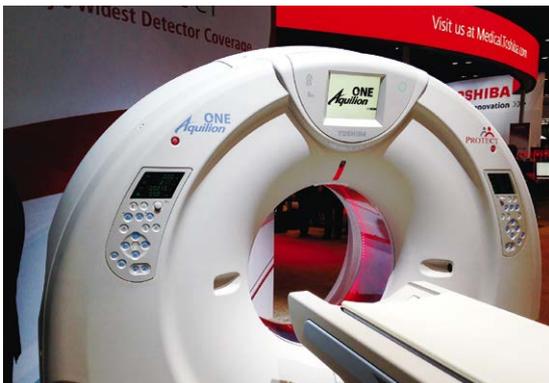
新たに発表された東芝のフラッグシップ機である320列CT「Aquilion ONE/ViSION Edition」
